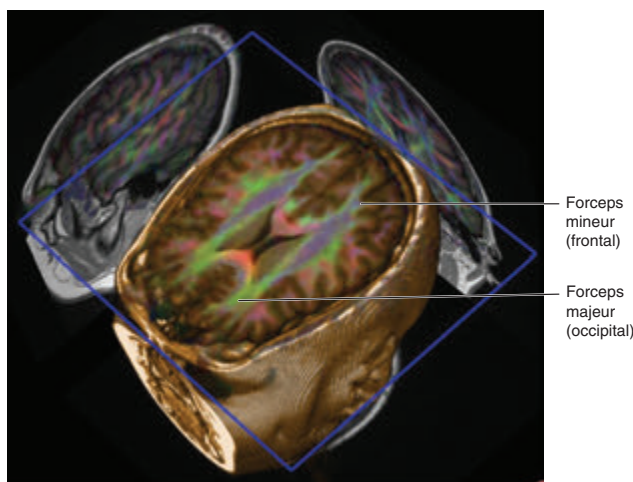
IRM par diffusion anisotrope. Fibres importantes de la substance blanche. Les codes couleur indiquent les directions. Rouge : fibres transversales. Bleu : fibres verticales. Vert : fibres antéro-postérieures.
